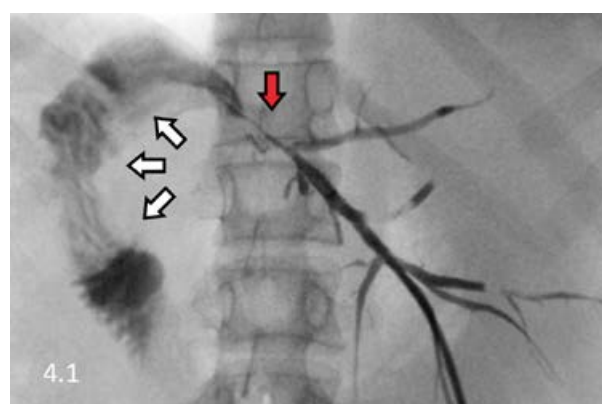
Steps of cholangiostomic drainage ejection and dynamic abdominal MRI data
